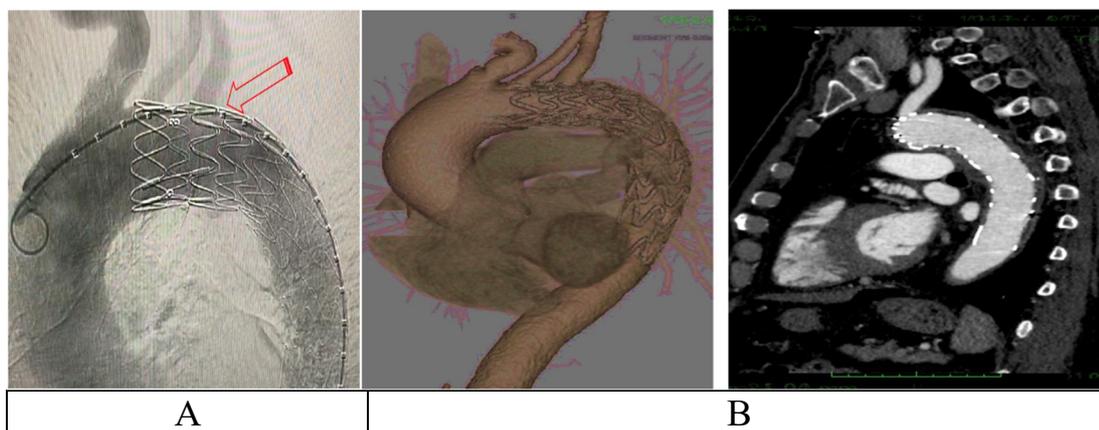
А) Контрольная аортография после имплантации стент-графта (красной стрелкой указано четкое расположение места фенестрации и проходимость кровотока по ЛПА). Б). Контрольная КТ-ангиография грудного отдела аорты через 3 месяца
